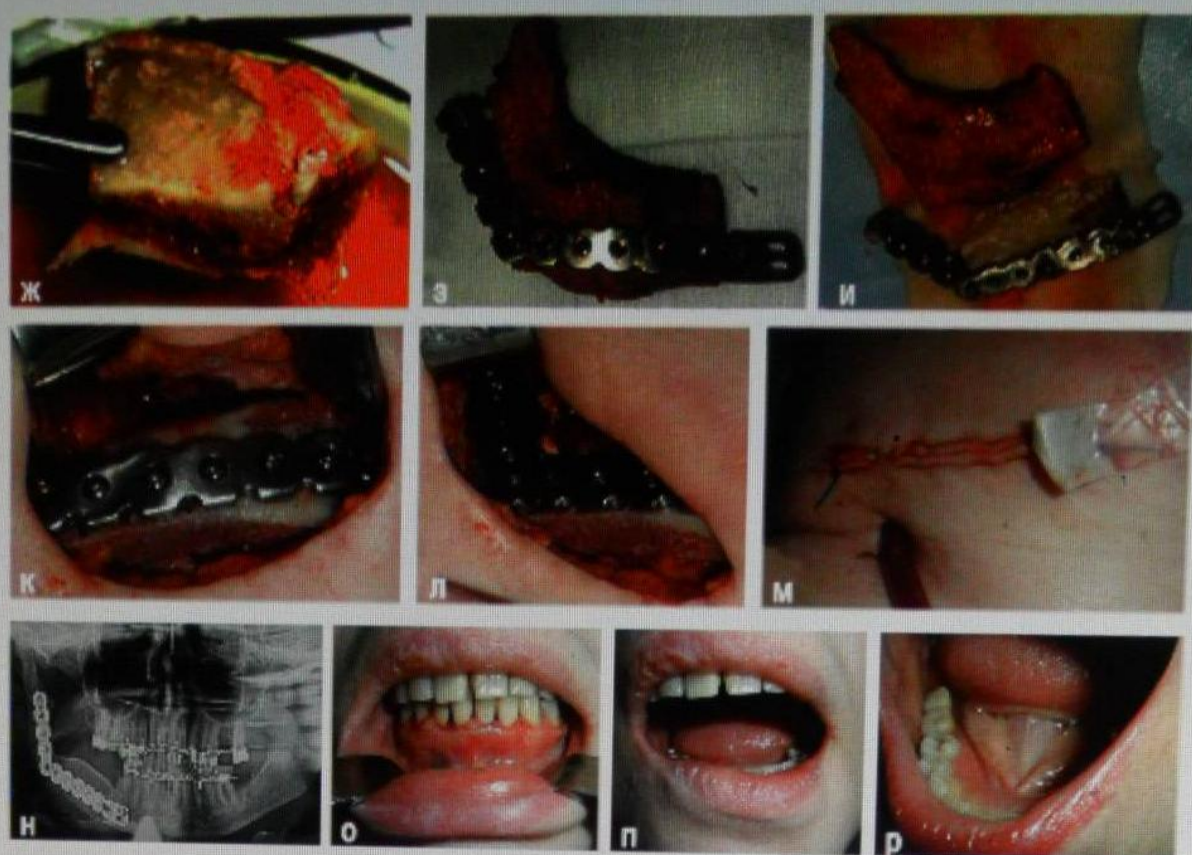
ж – забраный бикортикально-губчатый АТГПК; з – удаленный сегмент нижней челюсти вместе с опухолью и венечным отростком и его соотношение с модифицированной индивидуальной реконструктивной пластиной; и – соотношение модифицированной индивидуальной реконструктивной пластины с отмоделированным бикортикально-губчатым АТГПК и удаленным сегментом нижней челюсти; к, л – модифицированная индивидуальная реконструктивная пластина с круглой и продольно вытянутой формой отверстий для шурупов и линейной и Н-образной конфигурацией их расположения на концевых отделах фиксирована к отмоделированному моноблочному бикортикально-губчатому АТГПК и краям дефекта в области тела и ветви нижней челюсти; м – наружная рана послойно зашита с созданием системы дренирования; н – послеоперационная контрольная ортопантомограмма зоны восстановленных отделов нижней челюсти; о, п – восстановленный прикус и функция открывания рта у пациентки через 1 месяц после операции; р – дефект зубного ряда нижней челюсти справа в зоне отсутствующих моляров устранен съемным бюгельным протезом (вид через 1 год после операции).
